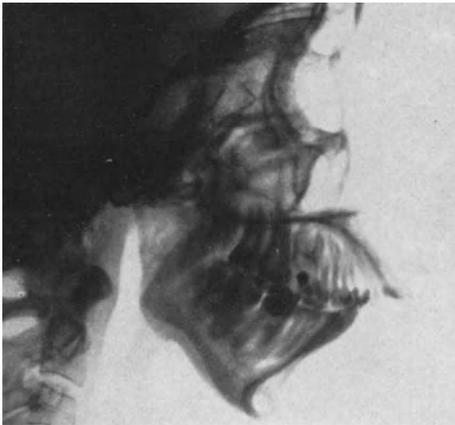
Fall T. N. (gehört zu Abb. 181–194). Form und Stellung der Kiefer vor der Behandlung im Röntgenprofilbild gesehen.
